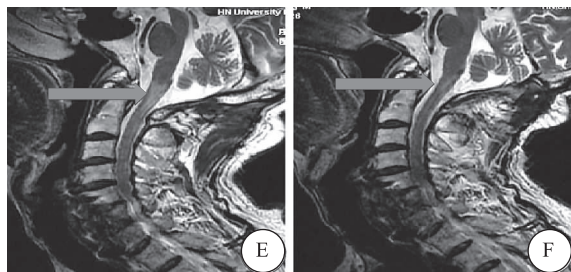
硬脊膜动静脉瘘切断术后颈髓 MRI 信号改变 E 为动静脉瘘术后 4 个月 T₂WI 矢状位表现;F 为动静脉瘘术后 8 个月 T₂WI 矢状位显示脊髓高信号减低,范围明显缩小,水肿逐渐好转
